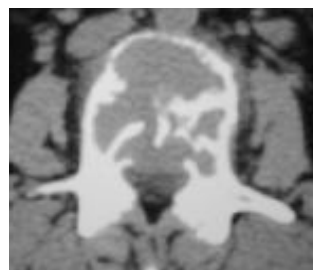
b. Aspect CT al aceluiași caz.
